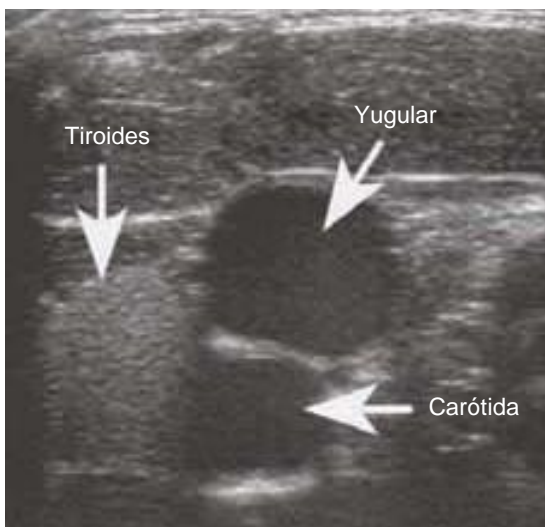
Visualización ecográfica de estructuras anatómicas del área medial del cuello (lado izquierdo = medial; unidad de ultrasonido Toshiba Aplio con sonda lineal de 14 MHz).
